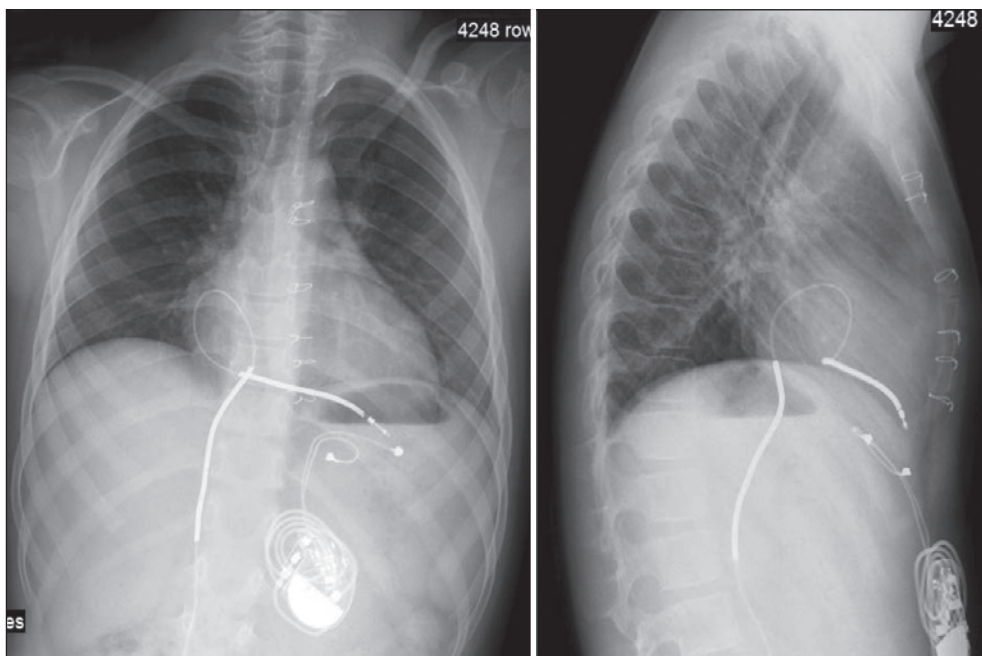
Radiografia do tórax nas projeções pósterio-anterior e lateral mostrando o trajeto do cabo-eletrodo de CDI pela veia cava inferior, sua alça no átrio direito para acomodar o crescimento da criança e o local do implante na ponta do ventrículo direito. Nota-se também o marcapasso ventricular epicárdico com gerador de pulsos alojado no hipocôndrio esquerdo e o cabo-eletrodo implantado na parede diafragmática do ventrículo direito.
